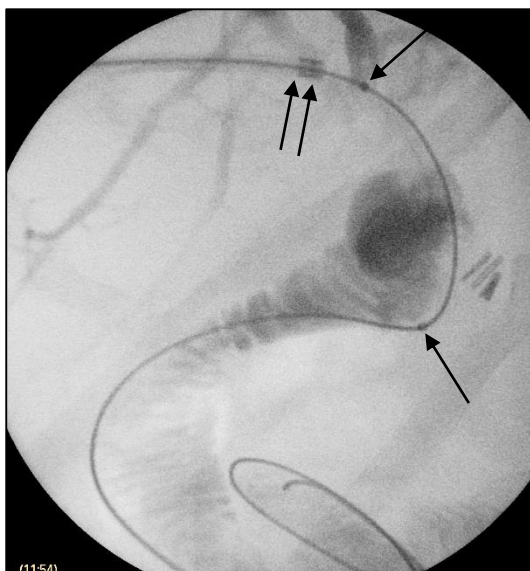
Рентгенограмма проведения баллонного катетера через интродьюсер (стрелками показаны рентгеноконтрастные метки на баллоне, двойная стрелка – кончик интродьюсера).
